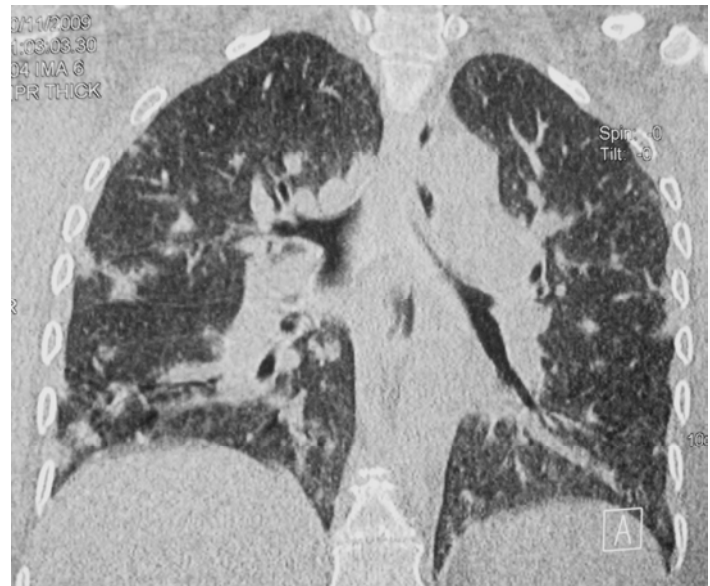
TAC de tórax. Corte coronal. Nódulos algunos subpleurales, confluentes, bronquiectasias
